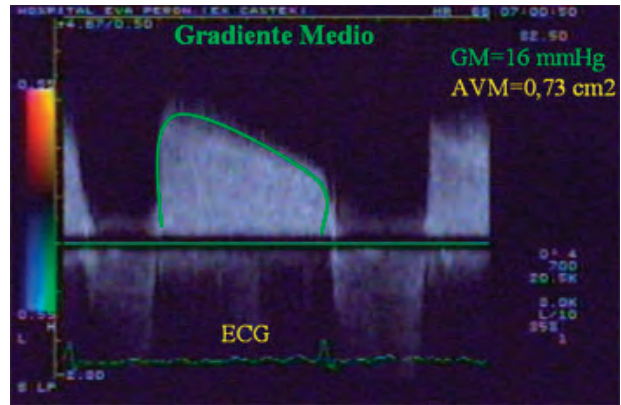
El gradiente medio obtenido mediante el registro Doppler (DC) el cual resulta de la medición de la sumatoria de los gradientes instantáneos divididos por el N° de muestra, gradiente que surge de la conversión de la velocidad del Flujo a través de la ecuación modificada de Bernouille; el mismo se logra obtener en forma automática circunscribiendo la imagen espectral del FM.
